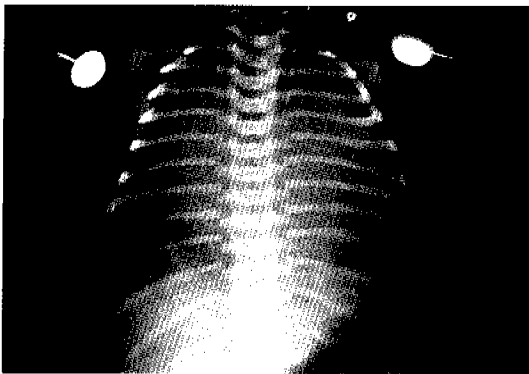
Chest radiograph taken shortly before embolization showing severe cardiomegaly and pulmonary congestion.
